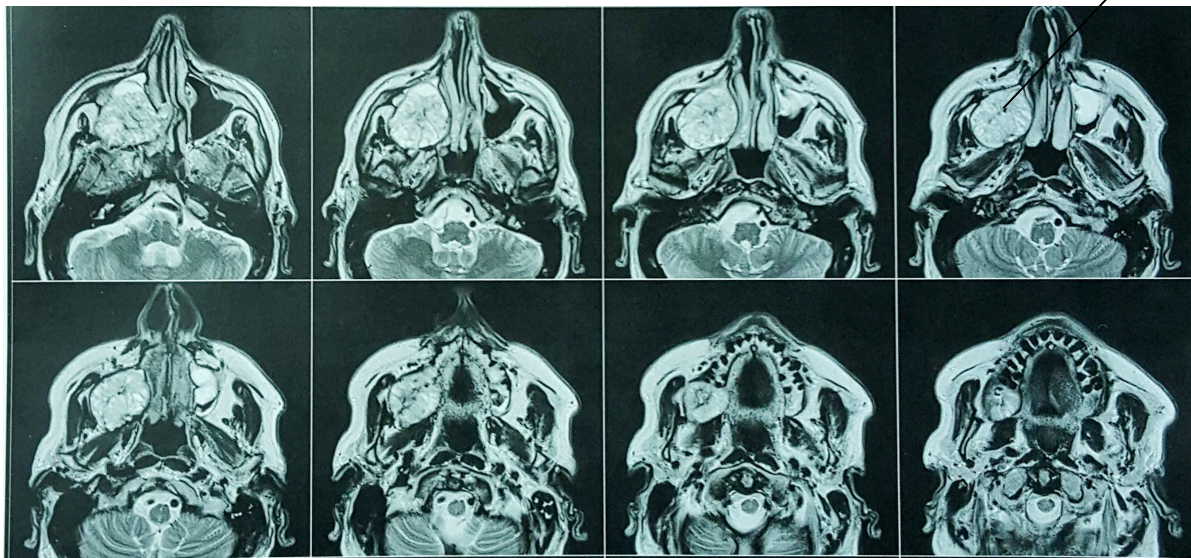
Coupe axiale IRM pré opératoire(80).
